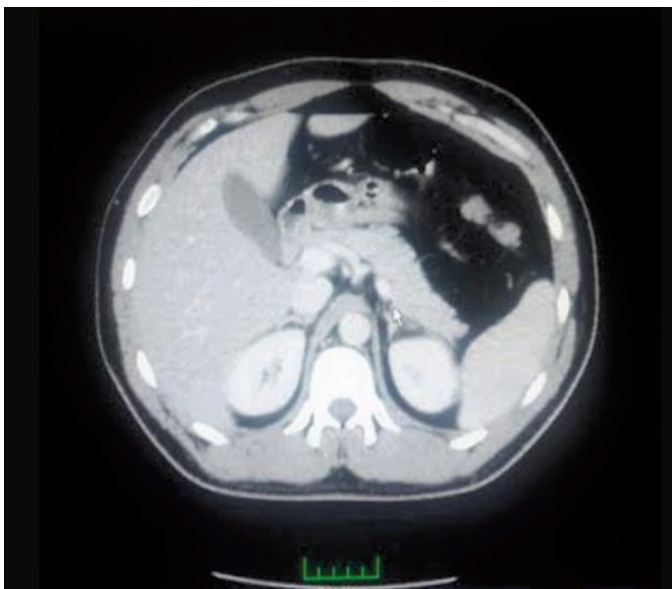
Computed tomography image showing the positions of the liver, spleen and pancreas
